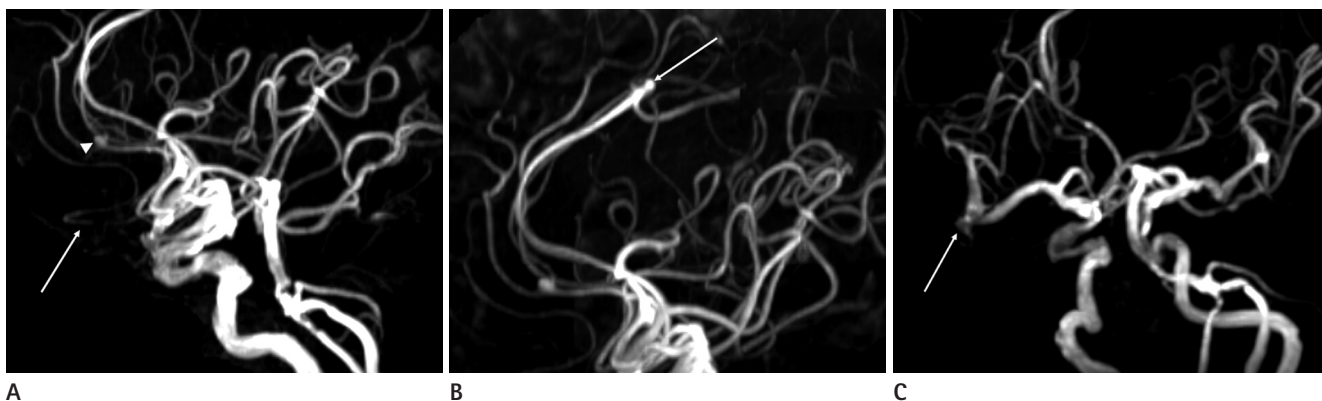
Case 15. A 66-year-old female with a complaint of dizziness. Lateral (A) projection of time of flight magnetic resonance angiography shows left persistent primitive olfactory artery (white arrow) and one aneurysm in the left pericallosal artery (arrowhead). Superior view (B) shows another aneurysm in the right callosomarginal artery. Oblique lateral (C) projection shows another aneurysm in the right middle cerebral artery bifurcation area.
